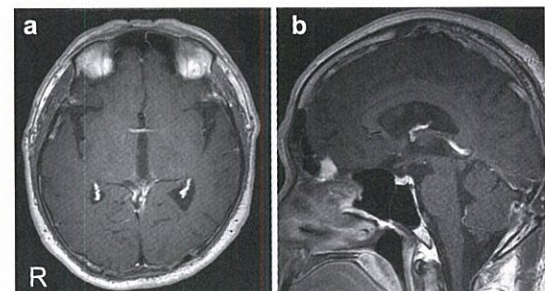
術後MRI (T1造影) a水平断、b矢状断
